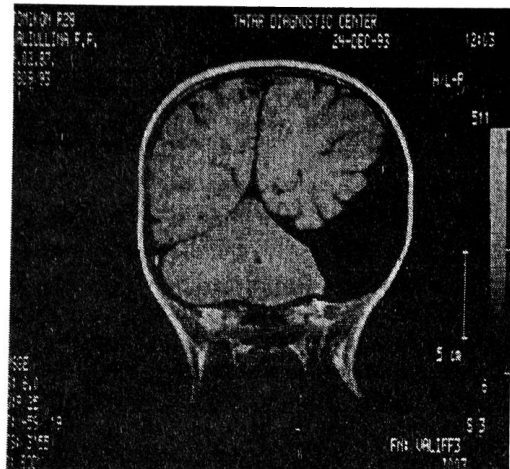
ЯМР-томограмма арахноидальной кисты над правым полушарием головного мозга.
